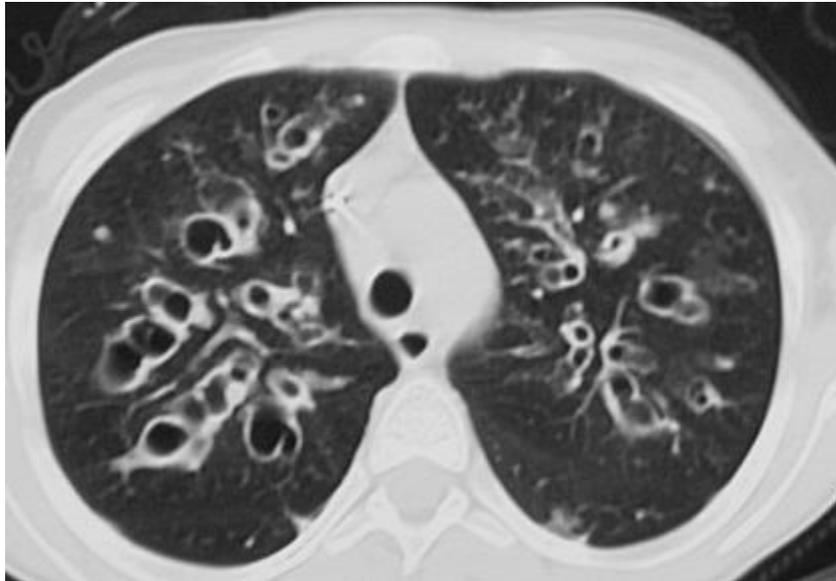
aspect de DDB cylindrique sur TDM
